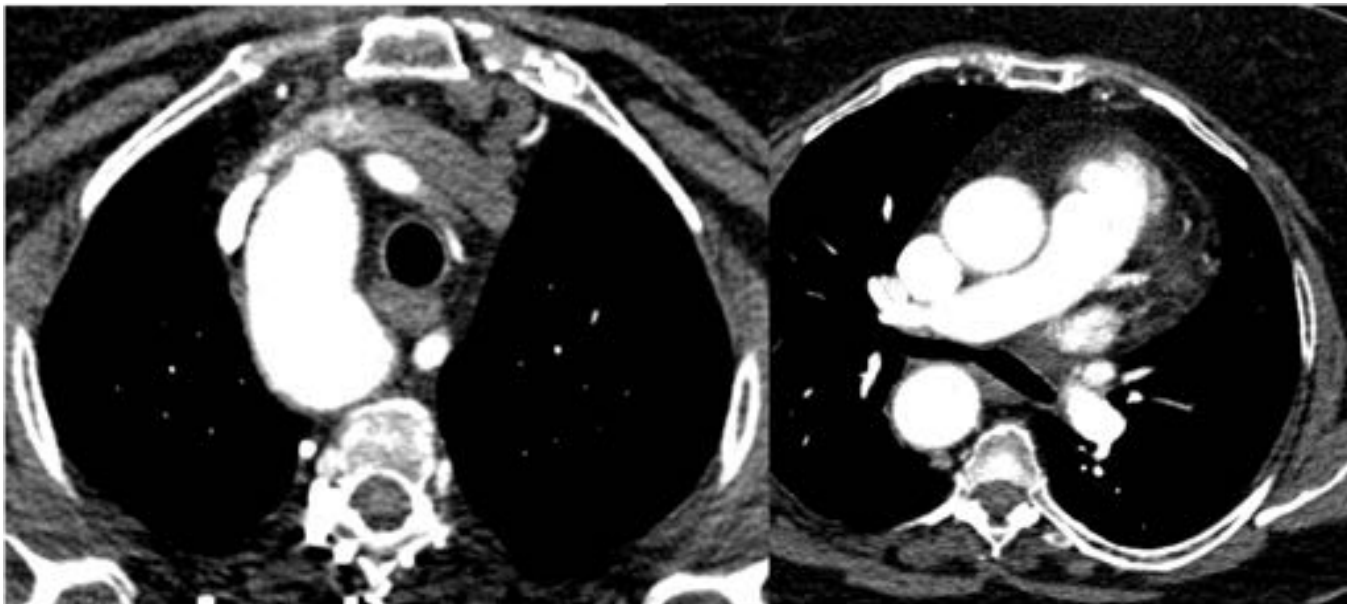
Fig 7. Cortes axiales de TC torácico con contraste intravenoso que muestra un arco aórtico derecho.
